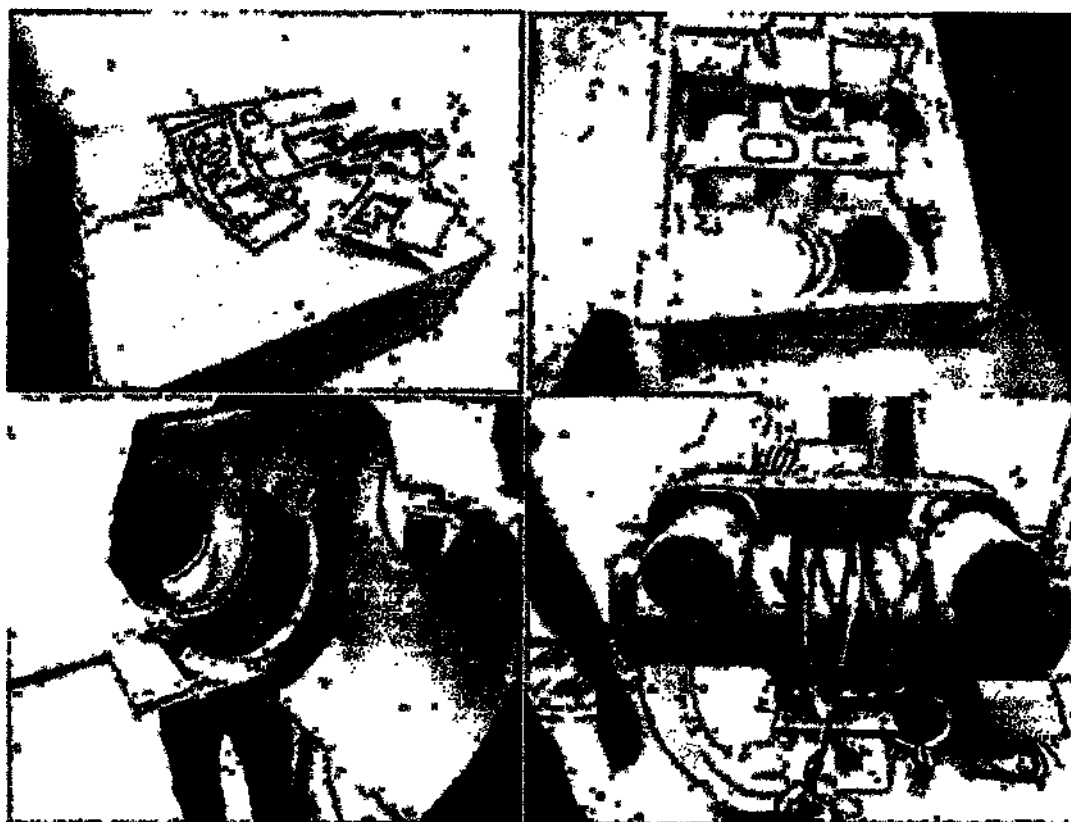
Установка рентгеновской трубки
